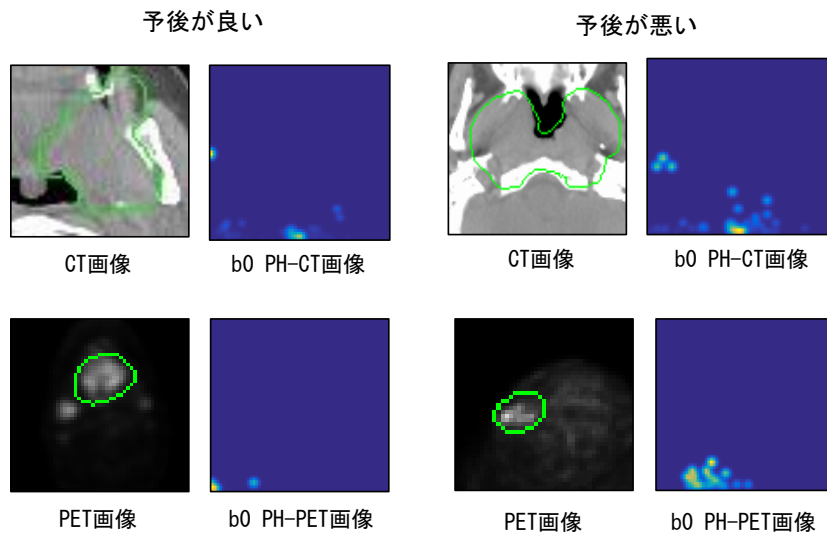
全生存期間の良い患者と悪い患者の CT 画像、PET 画像、b0 の PH 画像。
